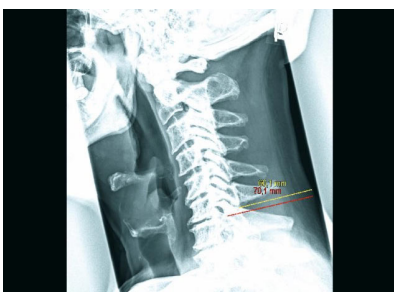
Ergänzende präinterventionelle digitale Längenmessungen an der seitlichen Röntgenaufnahme der HWS: Zur Durchführung sowohl einer zervikalen Facetteninfiltration (Messung 60,1 mm) als auch einer Spinalnervenanalgesie (Messung 70,1 mm) sind in der Regel Kanülen mit einer Länge von 8 cm erforderlich.
